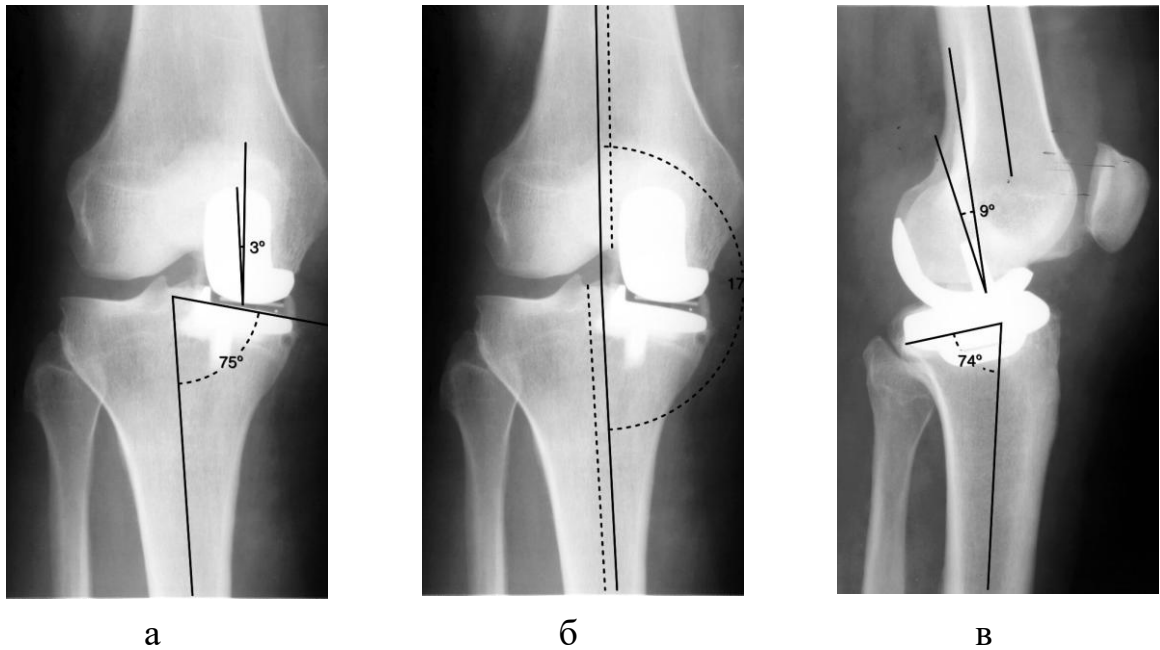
Измерение пространственной ориентации компонентов одномыщелкового эндопротеза на рентгенограммах коленного сустава в прямой и боковой проекциях: а – отклонение большеберцового компонента во фронтальной плоскости составляет 25° , а бедренного – 3° ; б – бедренно-большеберцовый угол составляет 178° , что свидетельствует о наличии варусной деформации нижней конечности; в – бедренный компонент находится в положении 9° разгибания, в то время как большеберцовый в положении избыточного сгибания на 9°
